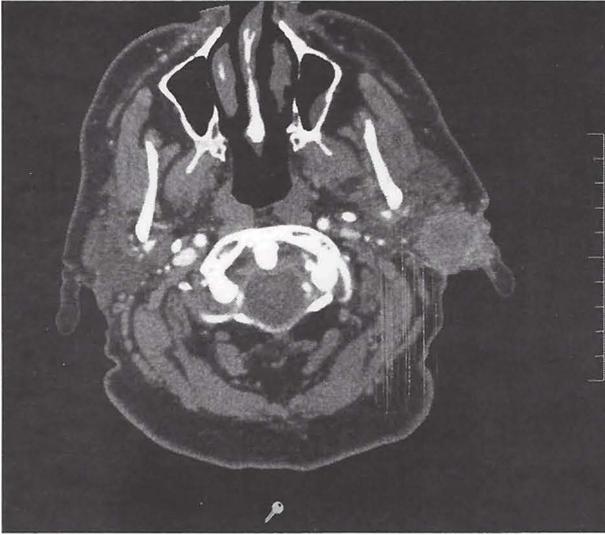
TC corte axial.
